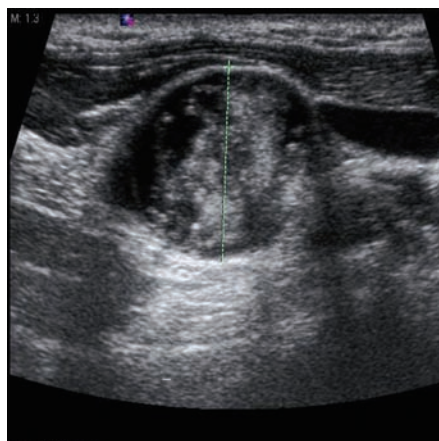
Aspect échographique d'une métastase ganglionnaire cervicale d'un cancer thyroïdien papillaire.
